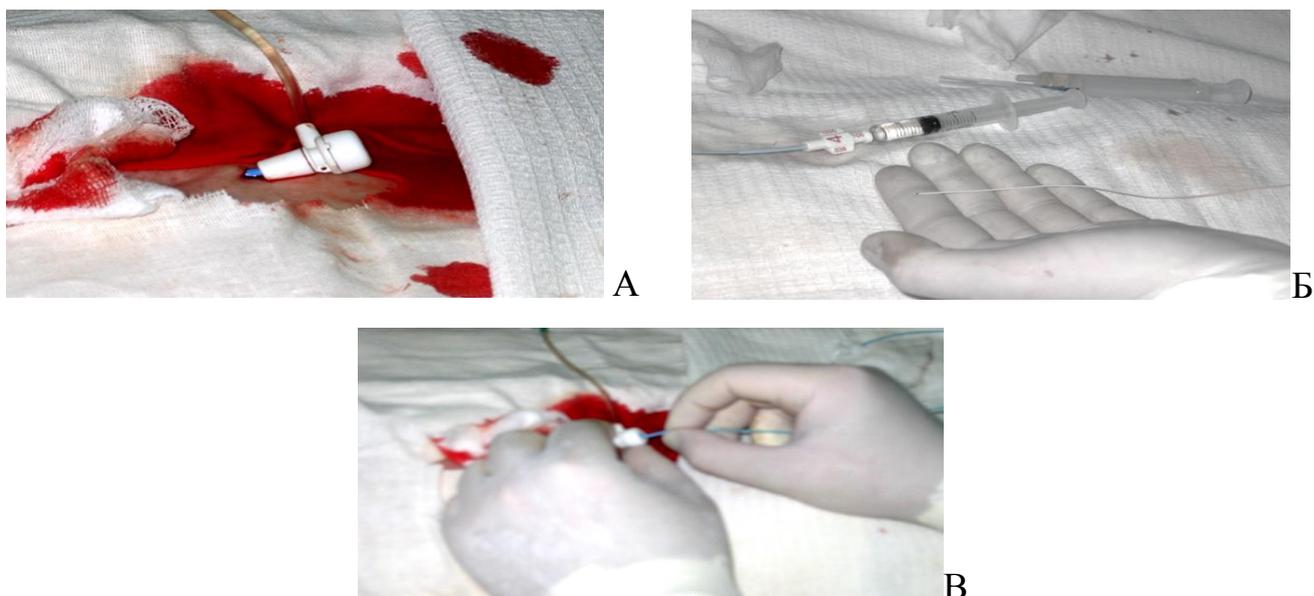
Этапы выполнения эндоваскулярного вмешательства по поводу рака ротоглотки. Обозначения: А - под местной анестезией интрадюсер 5F установлен в правой бедренной артерии; Б - ангиографический катетер и микрокатетер для внутриартериальной химиоинфузии; В – катетер JR 4F через интрадюсер проводится в бедренную артерию, нисходящую аорту, дугу аорты, общую сонную и наружную сонную артерию
